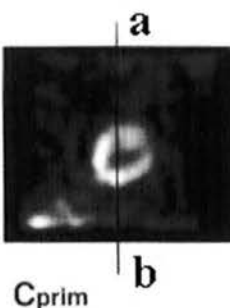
心筋SPECT像のa-b lineのプロフィール曲線。散乱線補正の効果がよく示されている。Ctotal: 補正前カウント、Cscat: 散乱カウント、Cprim: 補正後カウント。
